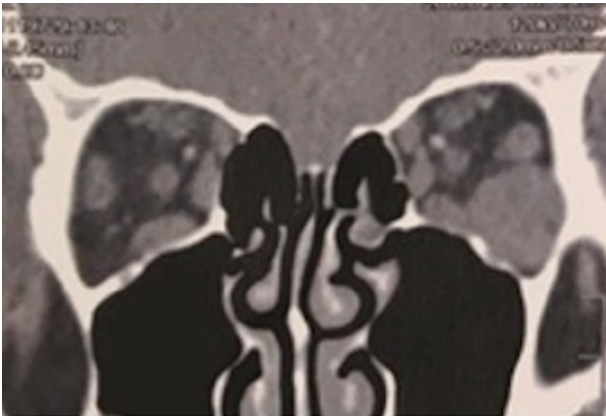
TC. Cortes axiales. Masa intraorbitaria extensa de predominio temporal que engloba nervio óptico. Presenta una calcificación medial (flebolito). Corresponde a una malformación arteriovenosa.
